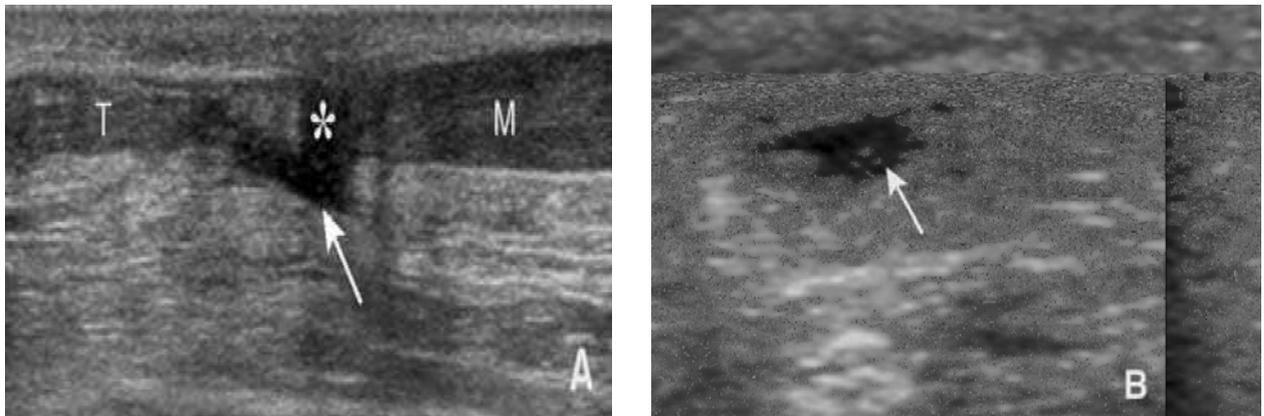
Échographie du tendon calcanéen. Coupe longitudinale (A) et axiale (B). Rupture complète du tendon calcanéen à la jonction myotendineuse (flèche) avec diastasis entre les deux extrémités rompues (astérisque). T : tendon ; M : muscle [4]
